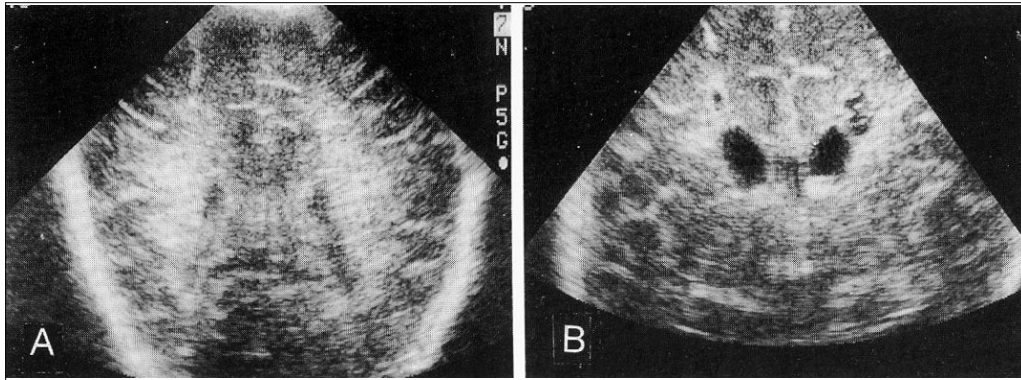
Brain ultrasonographic findings of periventricular leukomalacia in the coronal plane. A) Note the bilateral increased periventricular echogenicity. B) Note the development of bilateral cystic changes in the periventricular white matter.
